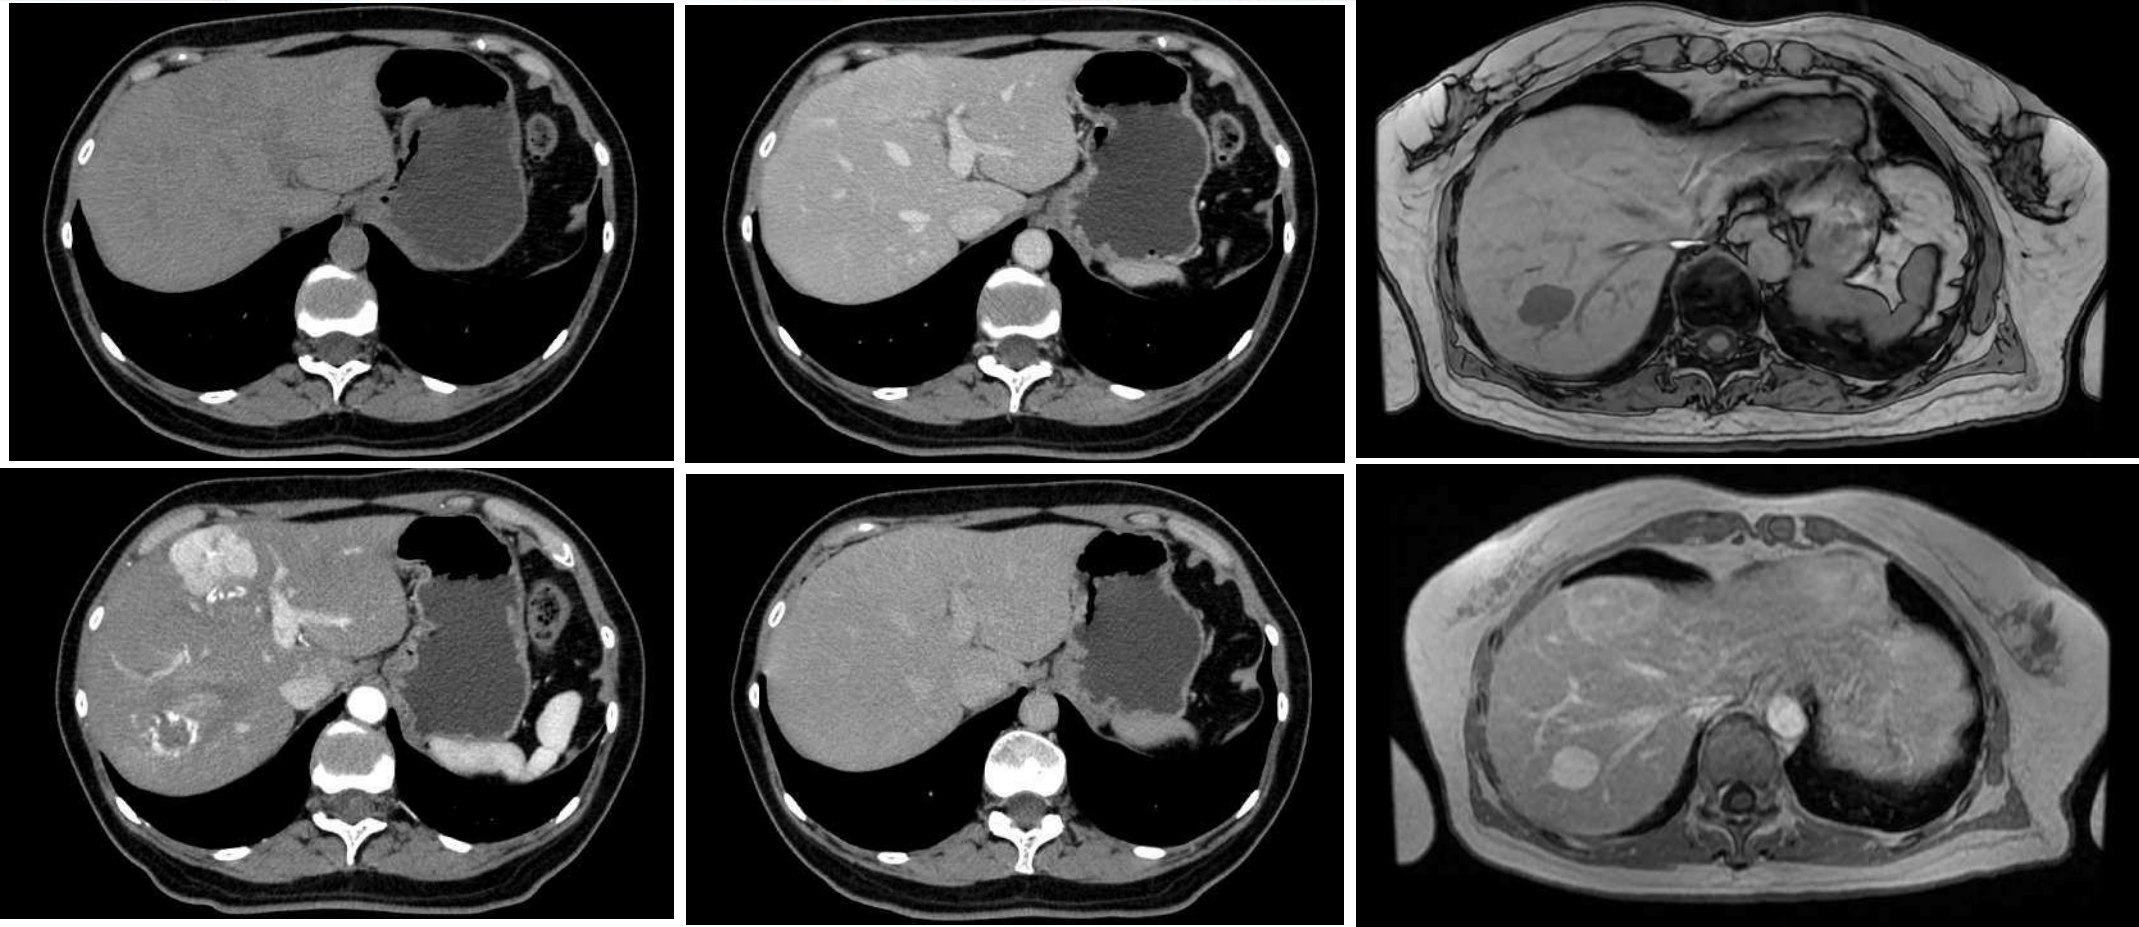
TC Lesiones hepáticas con contraste multifase y RM Hepática con contraste. Imágenes obtenidas en fases simple, venosa, arterial y tardía. Paciente que acude por dolor epigástrico de 1 mes de evolución, sin otros síntomas añadidos ni hallazgos significativos a la exploración. Se objetiva una lesión vascular en segmento VII con relleno lento y persistente, sin invasión vascular ni retracción capsular, sugestivo de hemangioma típico. En segmento IVa se aprecia lesión sólida hipertensa en fase arterial e isodensa en fases portal y tardía, de aspecto benigno, que no experimenta caída de la señal en secuencias fase/fuera de fase y experimenta un realce intenso tras la introducción de contraste en RM, compatible con HNF.
